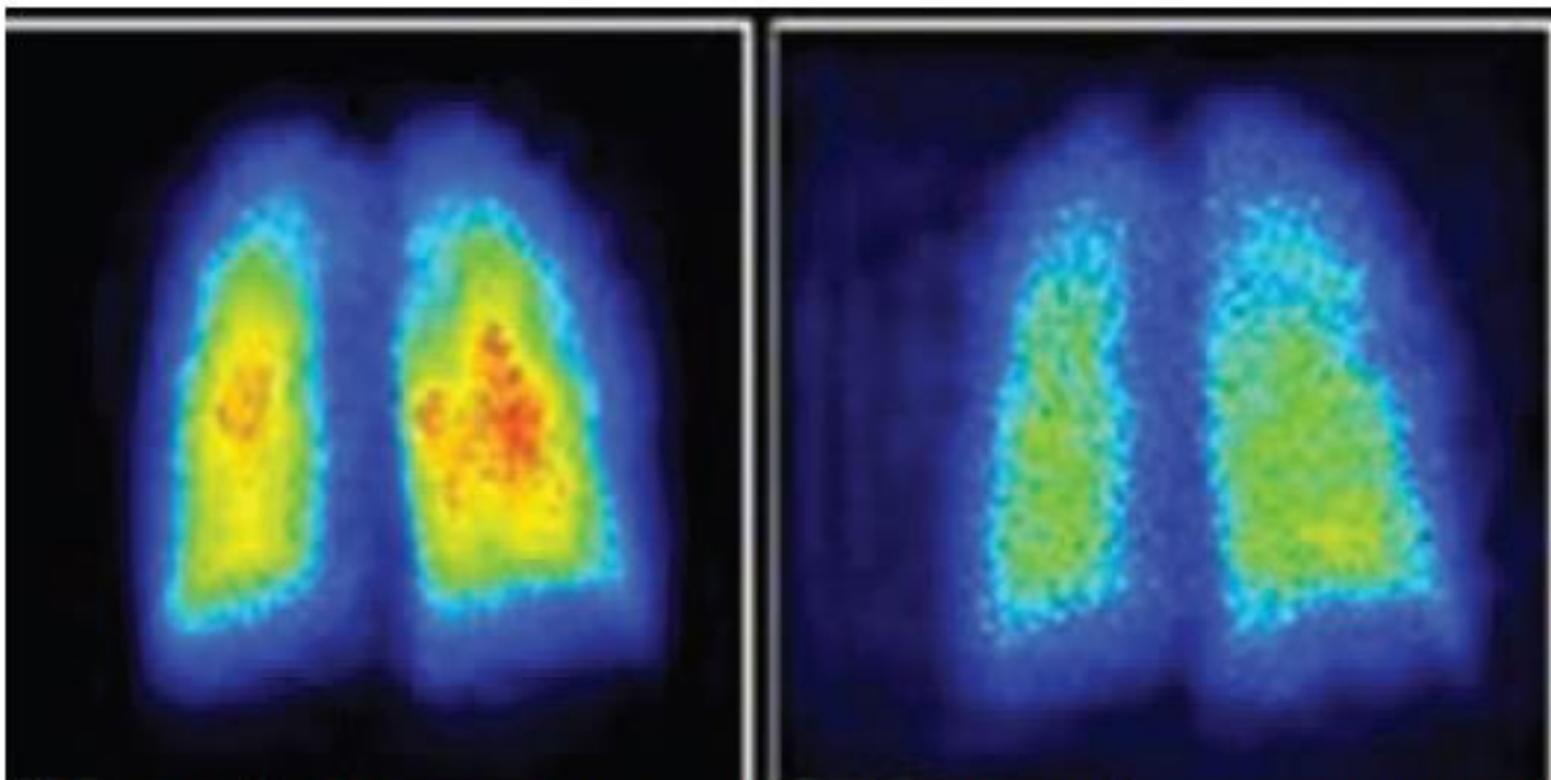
Planarni scintigrafi perfuzije pluća: ravnomerna perfuzija u oba plućna krila – fiziološki nalaz.
